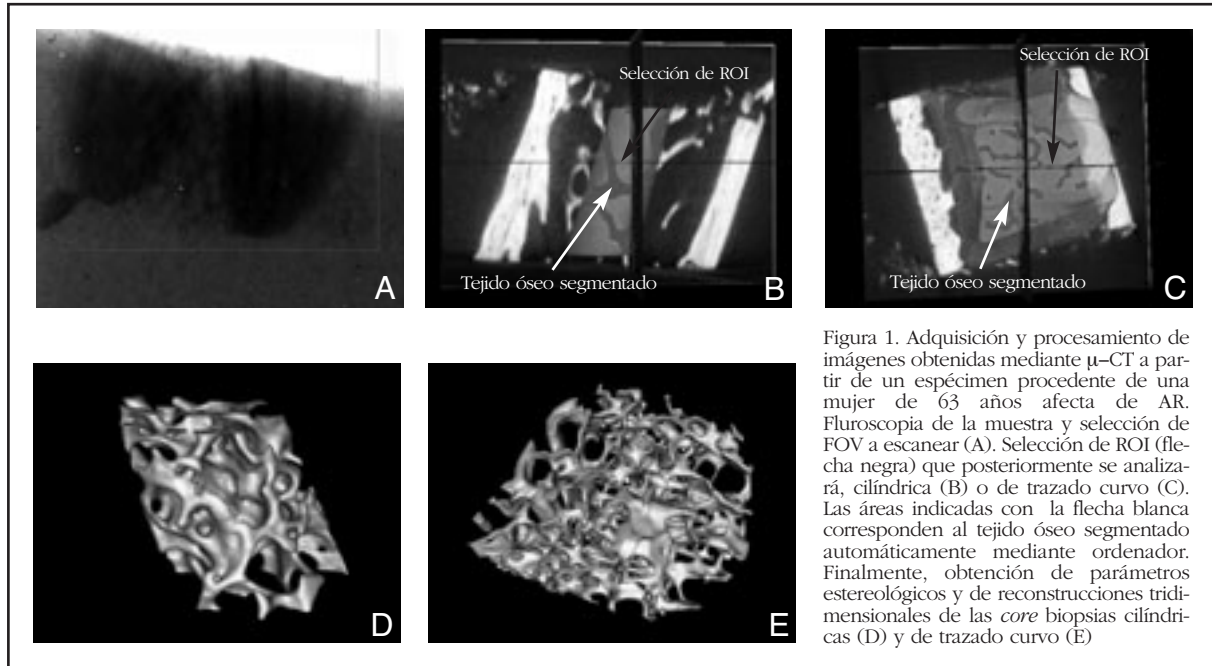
Adquisición y procesamiento de imágenes obtenidas mediante  $\mu$ -CT a partir de un espécimen procedente de una mujer de 63 años afecta de AR. Fluoroscopia de la muestra y selección de FOV a escanear (A). Selección de ROI (flecha negra) que posteriormente se analizará, cilíndrica (B) o de trazado curvo (C). Las áreas indicadas con la flecha blanca corresponden al tejido óseo segmentado automáticamente mediante ordenador. Finalmente, obtención de parámetros estereológicos y de reconstrucciones tridimensionales de las *core* biopsias cilíndricas (D) y de trazado curvo (E)
